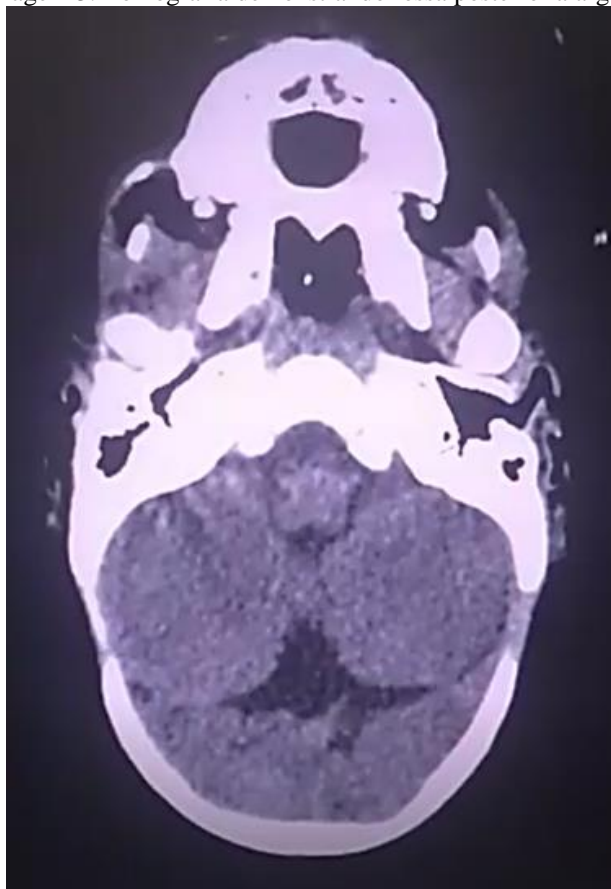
Tomografia demonstrando fossa posterior alargada
